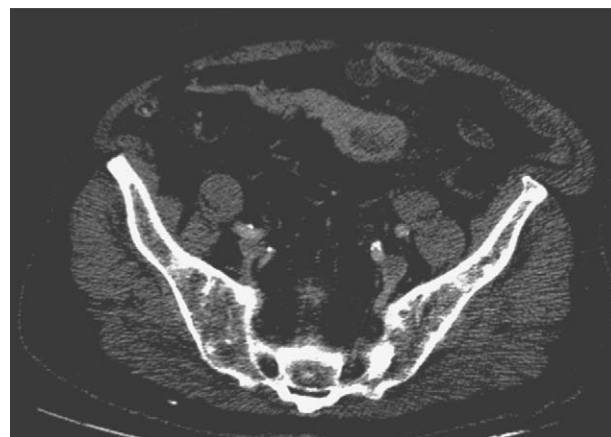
TC abdominal, corte axial. Dilatación de segmento ileal con engrosamiento irregular de su pared e infiltración de la grasa mesentérica circundante.
